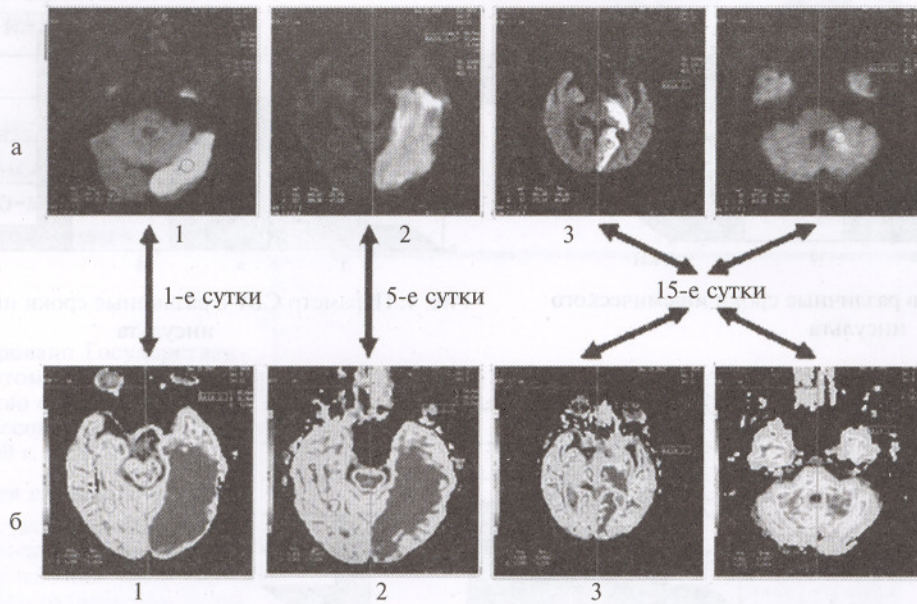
Диффузно-взвешенная (а) МРТ в контроле эффективности медикаментозного лечения (кортексин)
